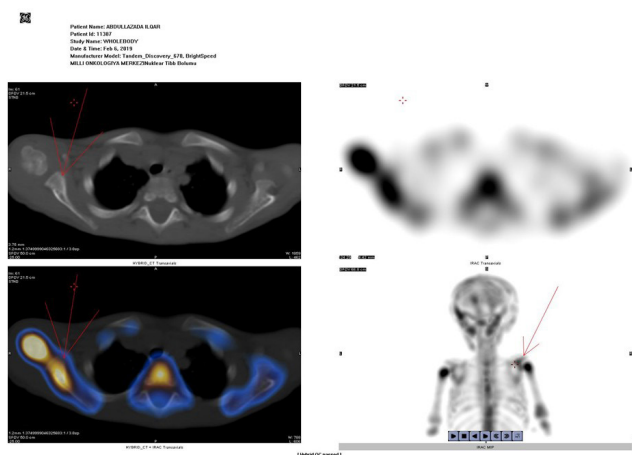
Сцинтиграфия костей, совмещенная с КТ ребенка 2 лет с нейробластомой (стрелкой отмечены метастазы в кости).
